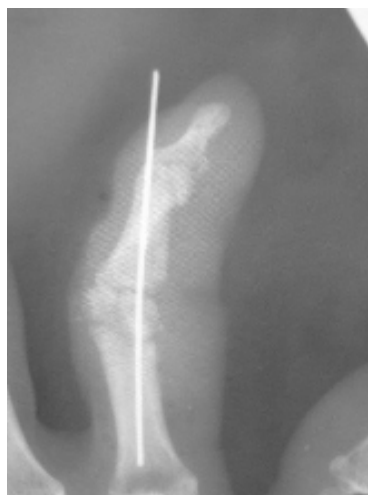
Рентген-снимки через 30 суток после операции
